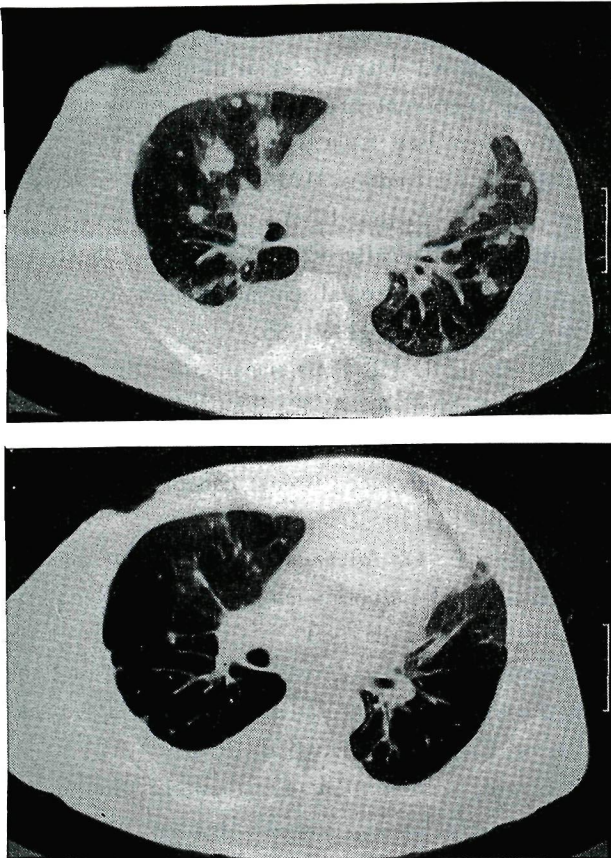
Metastatic lung lesions on CT study before (top) and after (bottom) chemoendocrine therapy.
